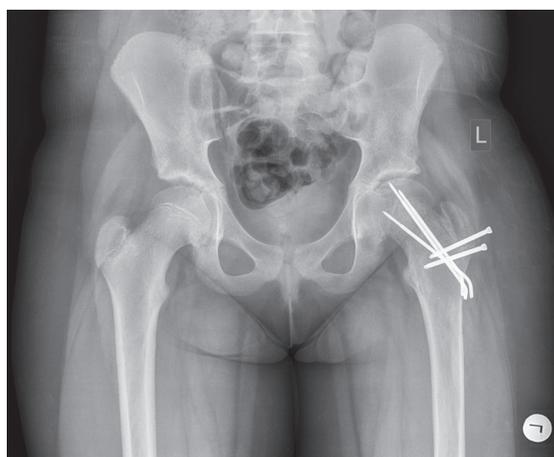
Рентгенограмма тазобедренных суставов пациентки, после оперативного вмешательства: анатомические соотношения эпифиза и шейки бедренной кости восстановлены
